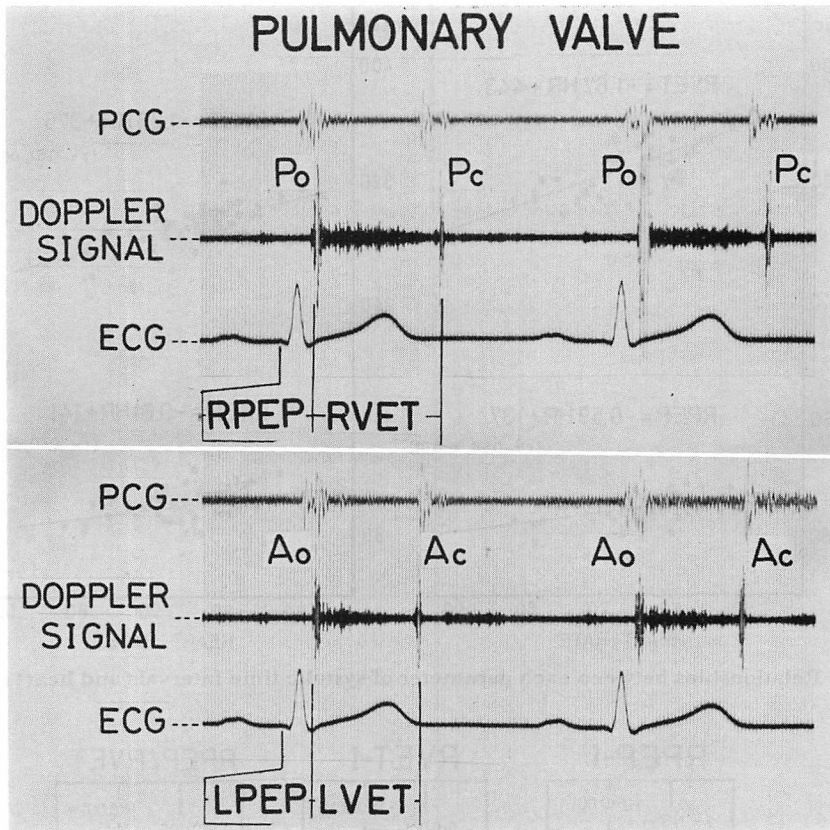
Right and left ventricular systolic time intervals measured by the ultrasonic Doppler method (29-year-old, healthy male).
